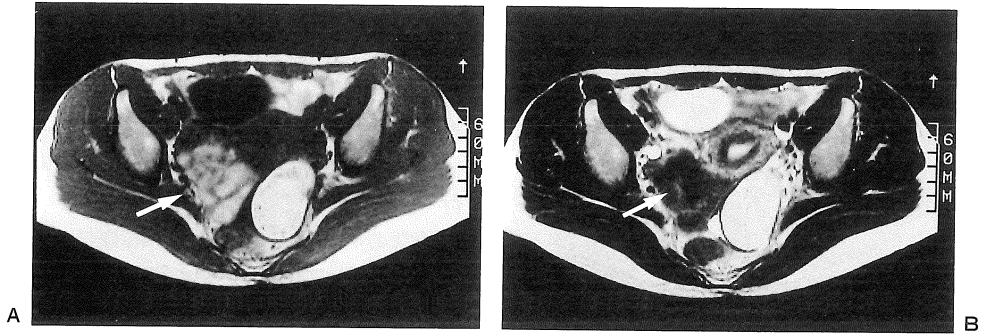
A) : T₁-weighted MR image B) : T₂-weighted MR Image.
